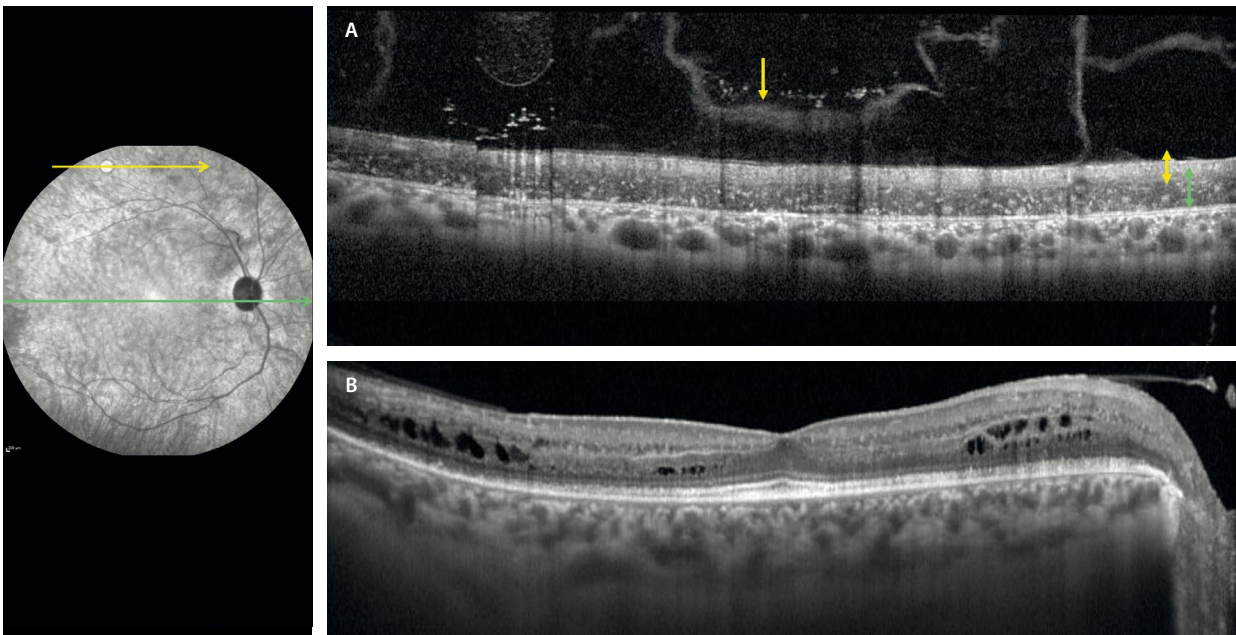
Síndrome de incremento de conos-S. Hallazgos principales en la tomografía de coherencia óptica. A) Alrededor de las arcadas vasculares se observa una retina «bilaminar» displásica, con un epitelio pigmentario de la retina adelgazado, unas capas externas ausentes, gránulos de pigmento hiperreflectivo y una gran capa nuclear externa hiporreflectiva cargada de conos-S (flechas verdes) y unas capas internas hiperreflectivas adelgazadas (flechas amarillas). Destaca el engrosamiento de la hialoides posterior (flecha amarilla), con aspecto de estar desdoblada. B) A nivel macular, se aprecia una atenuación de las capas externas parafoveal con preservación foveal y esquisis macular en la capa de fibras de Henle fundamentalmente. El vítreo en la mácula está adherido.
